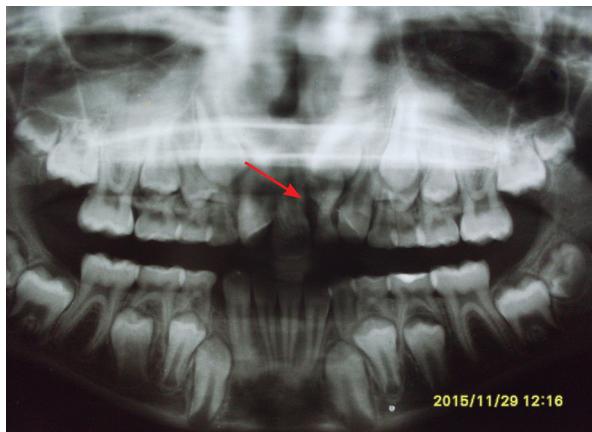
Sample orthopantomography: tooth 1.1 and 6.1 erupted into the mouth; red arrow pointing to mesiodens by nasal fossa and tooth 2.1 over the mesiodens.
